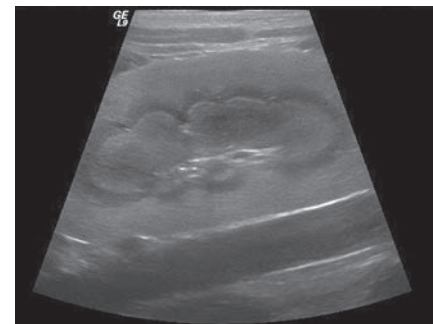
Sonografische Darstellung der Niere eines Patienten mit Ethylenglykolintoxikation: deutlich erhöhte Echogenität im Bereich des Übergangs zwischen Nierenrinde und Nierenmark.
